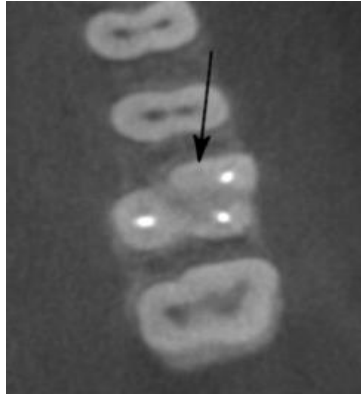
Image d'un canal MV2 d'une première molaire maxillaire sur un CBCT. [53]
